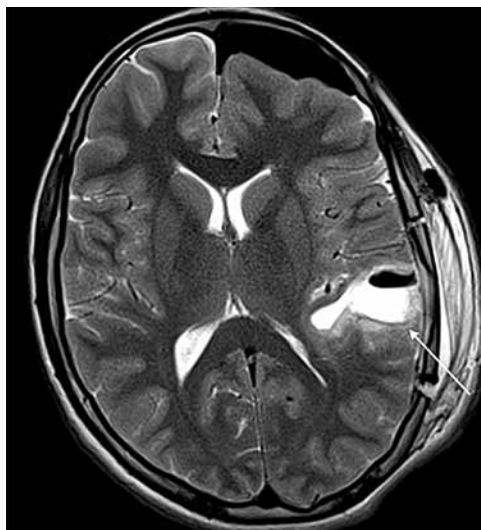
Послеоперационная магнитно-резонансная томография в режиме T2 (аксиальная плоскость): в левой височной доле резекционная полость, окруженная зоной отека (указана стрелкой). Подтверждается тотальное удаление опухоли
